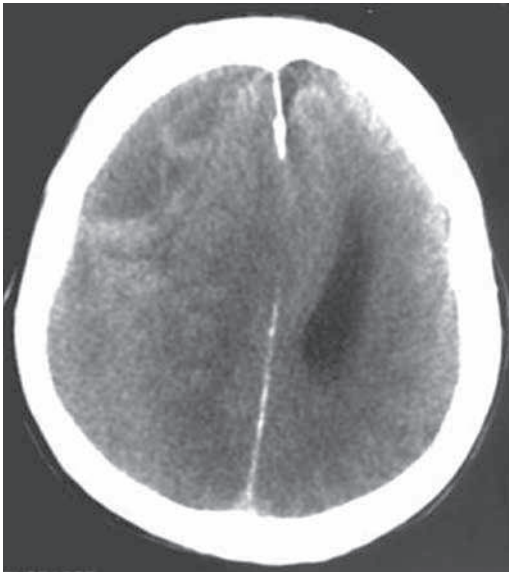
TC en TEC: Hematoma subdural hipodenso
